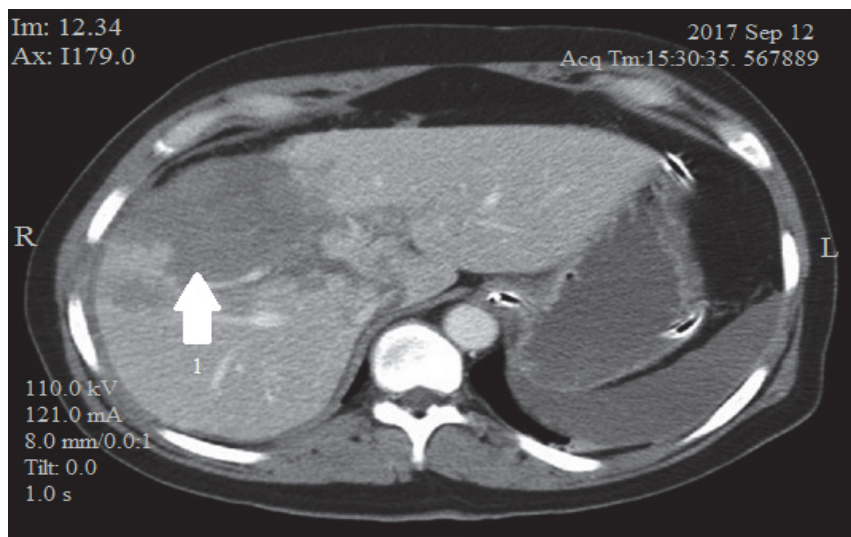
МСКТ з контрастуванням у хворого на гематому ДПК та травму печінки при закритій травмі (1)
